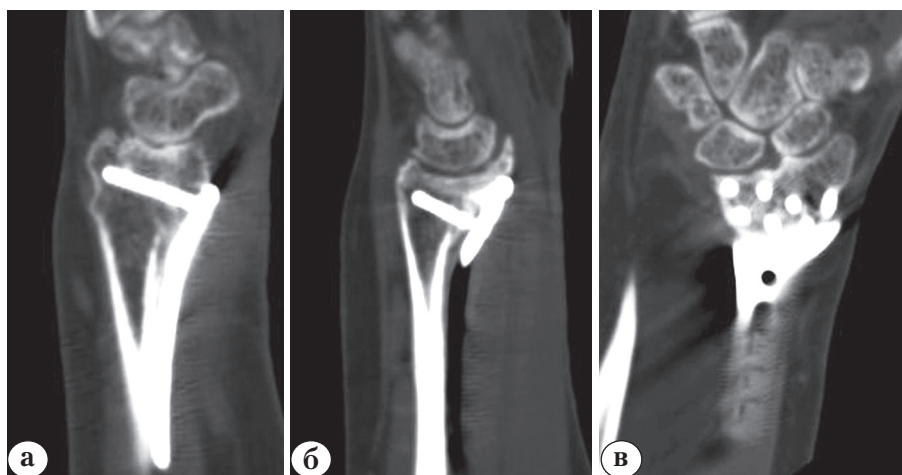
Компьютерные томограммы кистевого сустава (см. выше) через год после операции:
